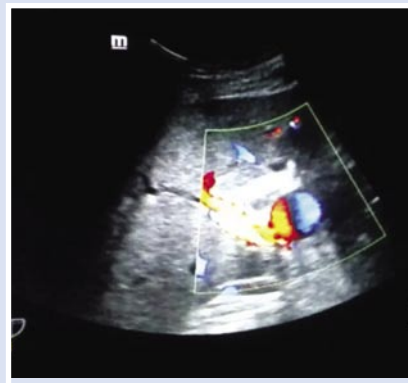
УЗИ картина ложной аневризмы
